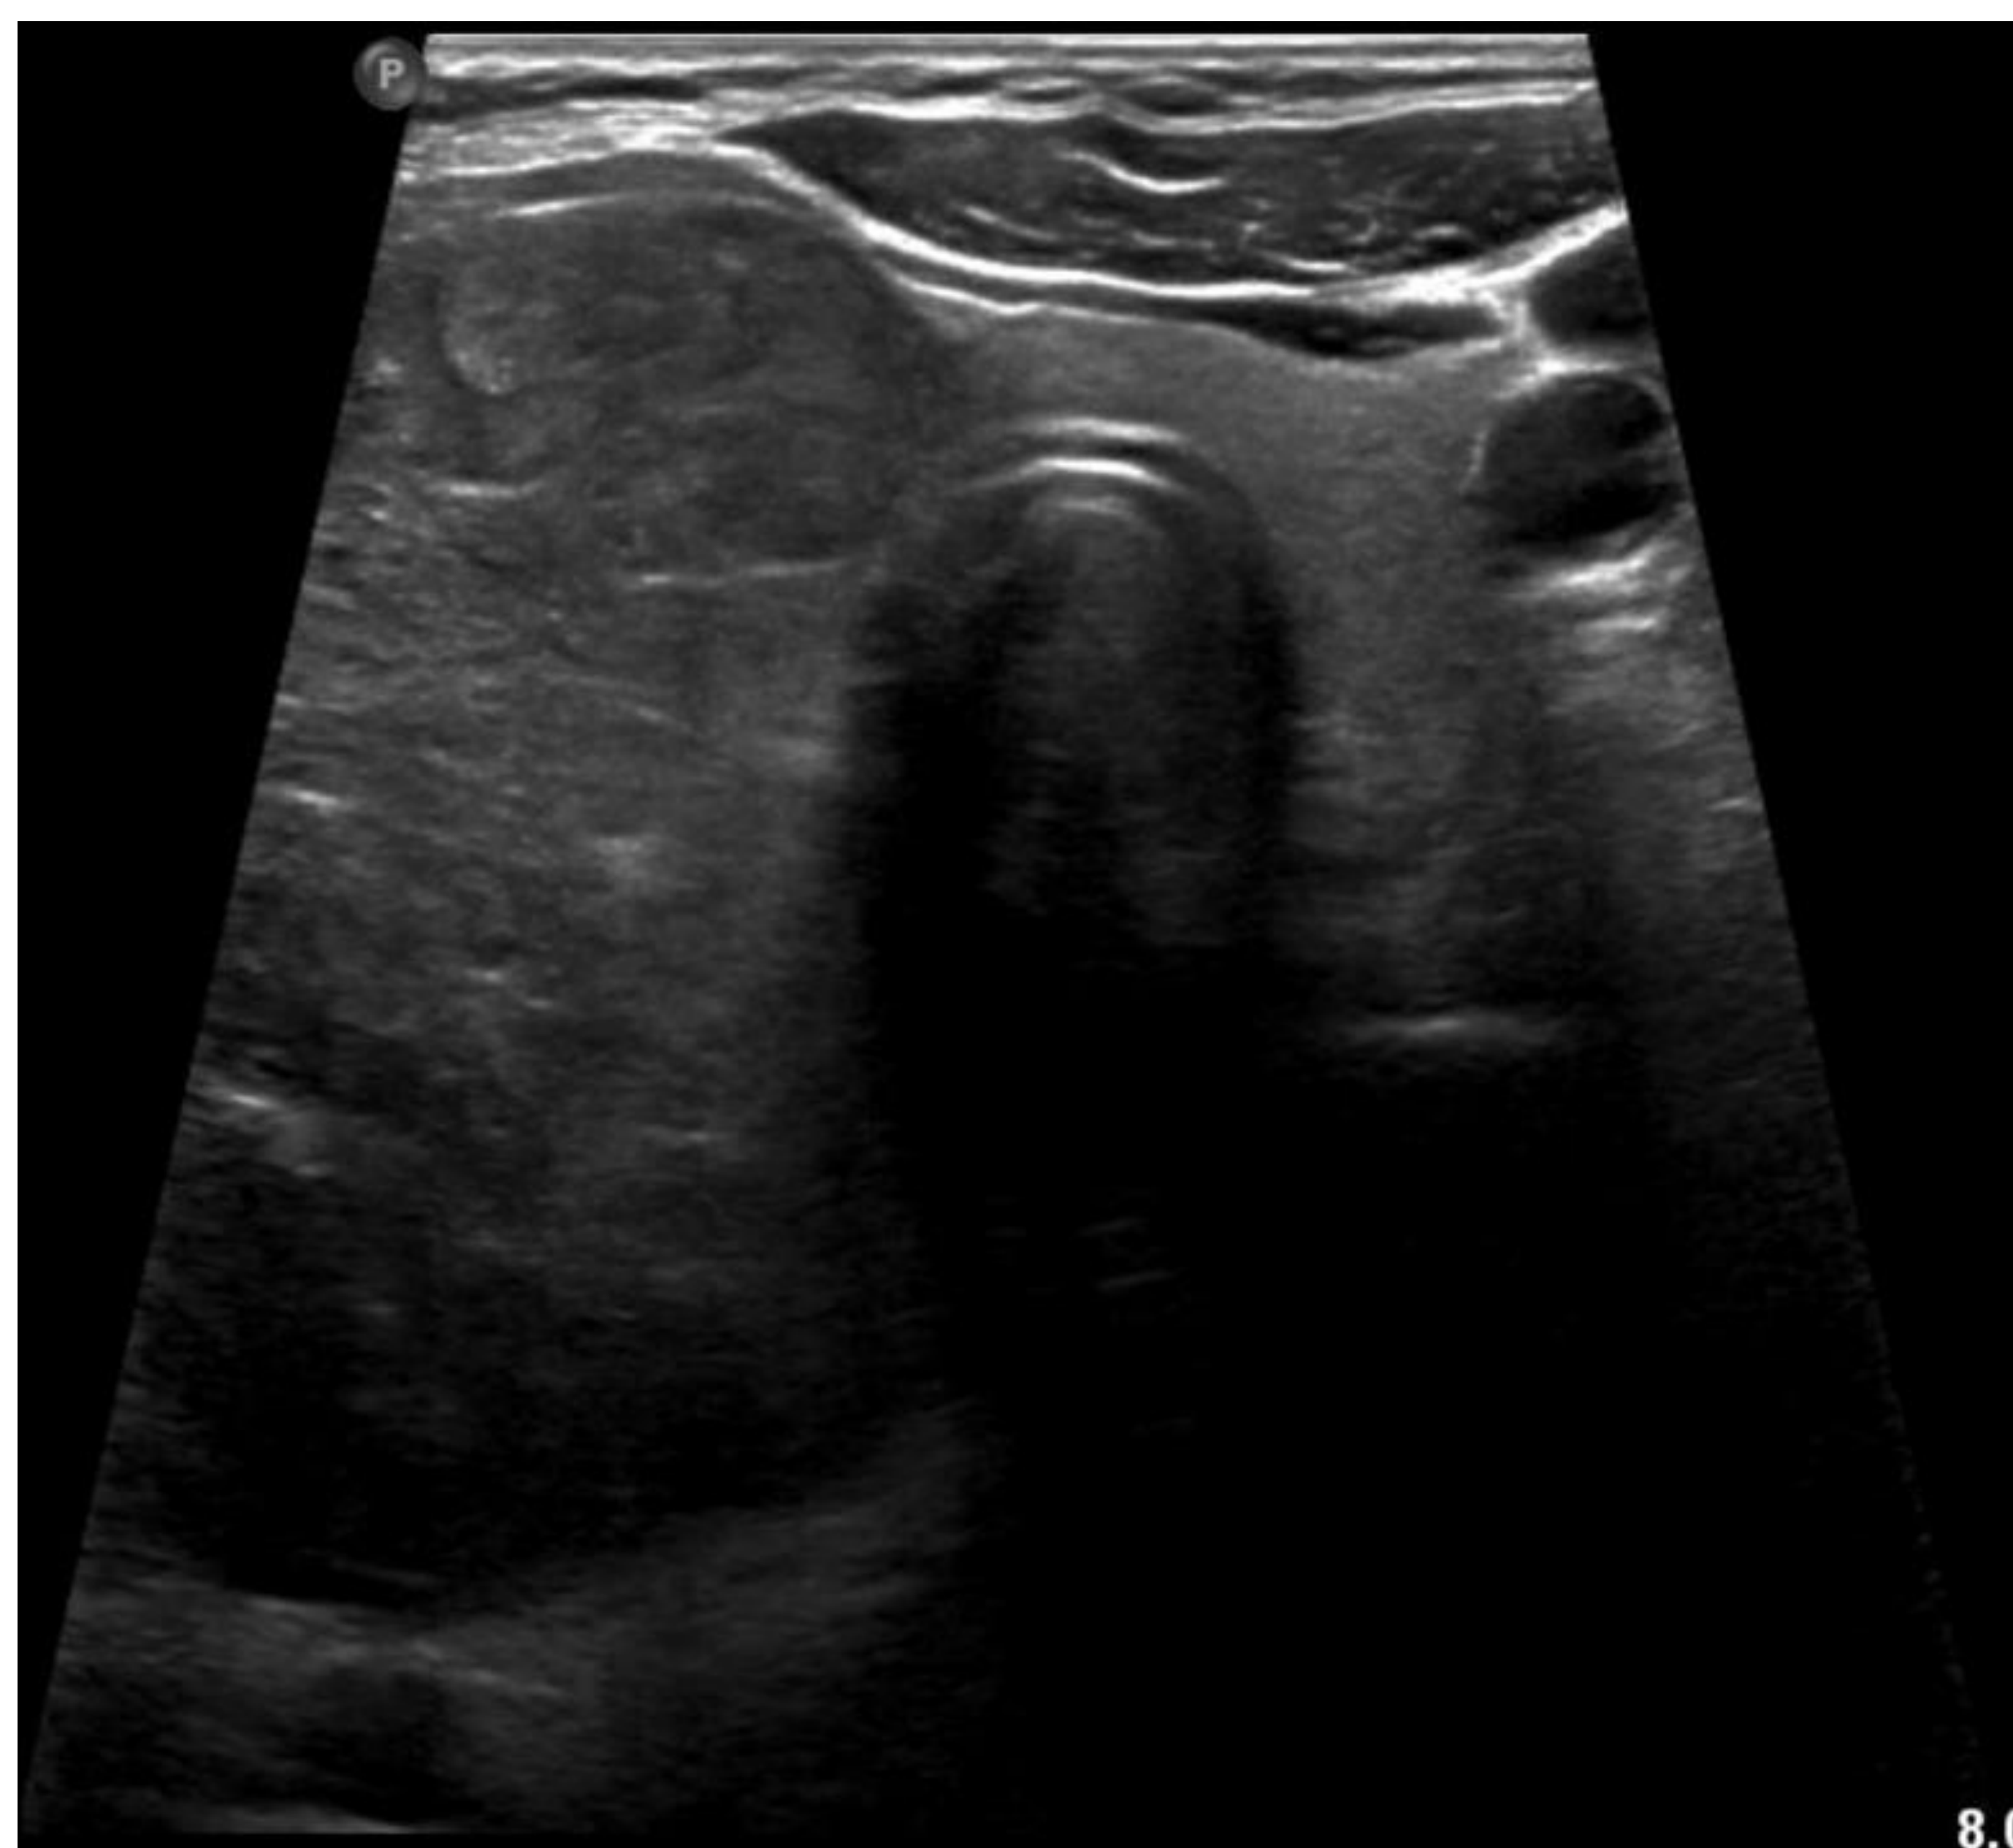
Ecografía cervical.
